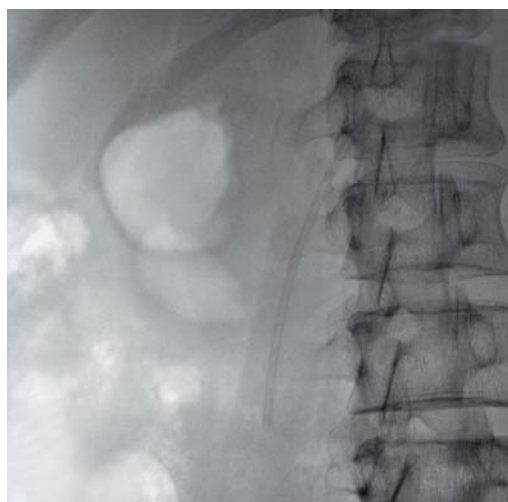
Обзорная рентгенограмма. Новый стент в ППЖ.
